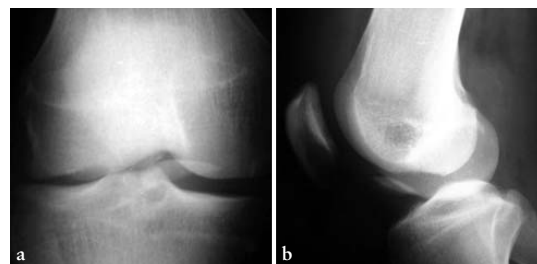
Fractura osteocondral en un paciente de 14 años. a) Radiografía antero-posterior. b) Radiografía lateral.
